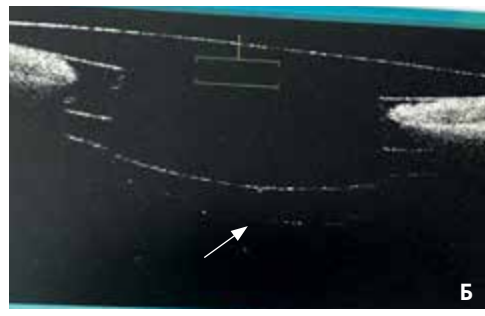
Оптическая когерентная томография. Положение ИОЛ в области зрачка (а). Задняя капсула расправлена (б) (показано стрелками)
